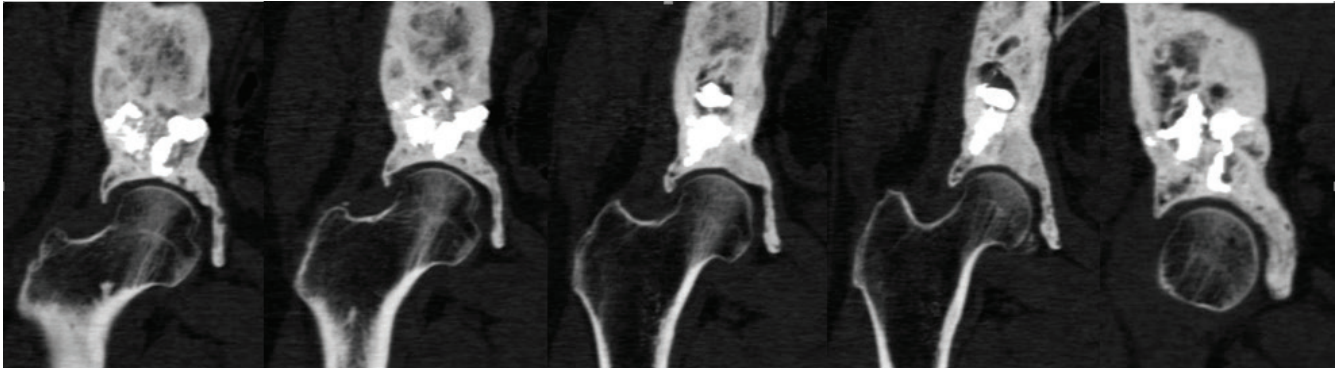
Компьютерная томография пациентки Ф. через 18 мес после операции. На фоне специального лечения отмечаются стабилизация процесса и положительная динамика в виде нарастания склеротического компонента
